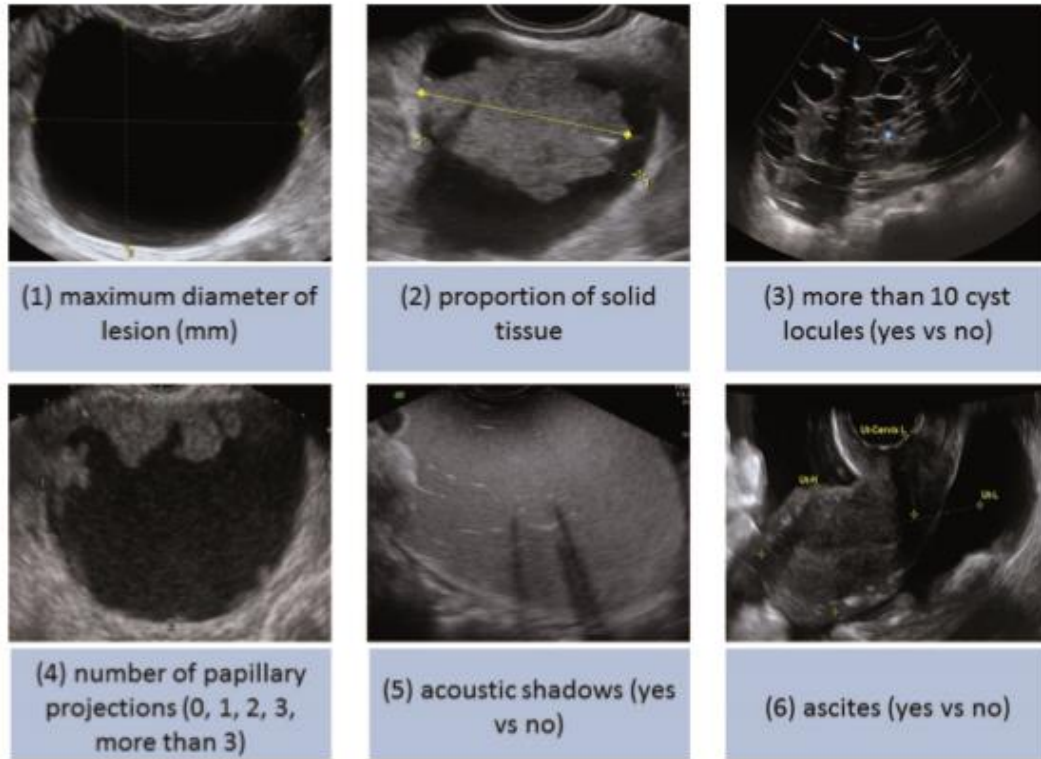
Variables Ultrasonográficas utilizadas en el modelo IOTA ADNEX (J. Kaijser, 2015, p52)
